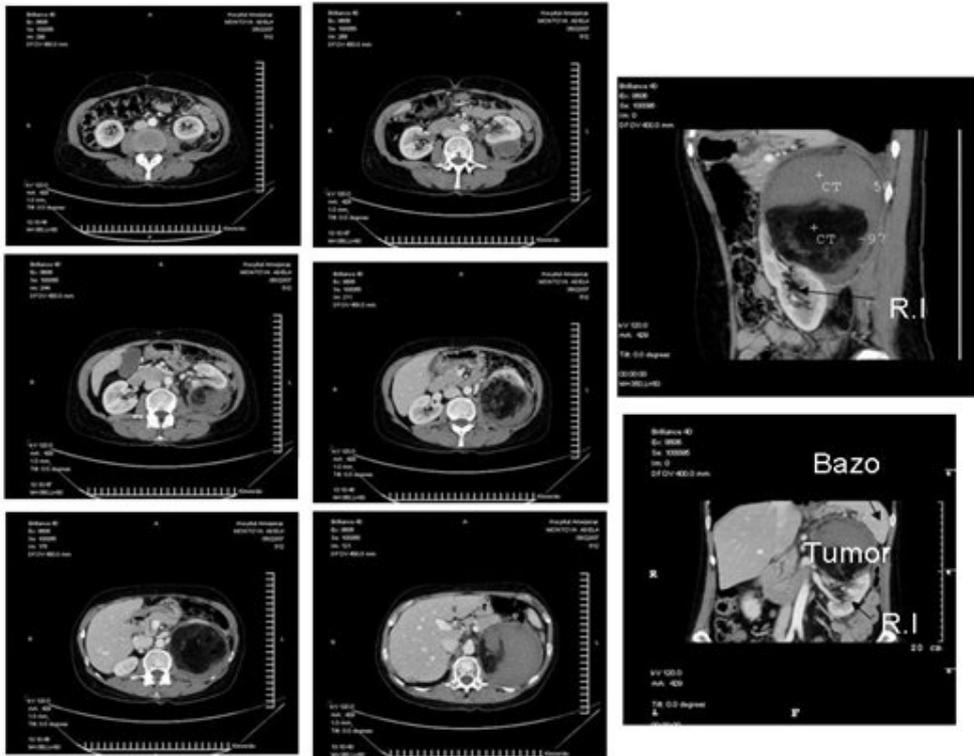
Imagen de la tomografía computarizada del riñón izquierdo.
